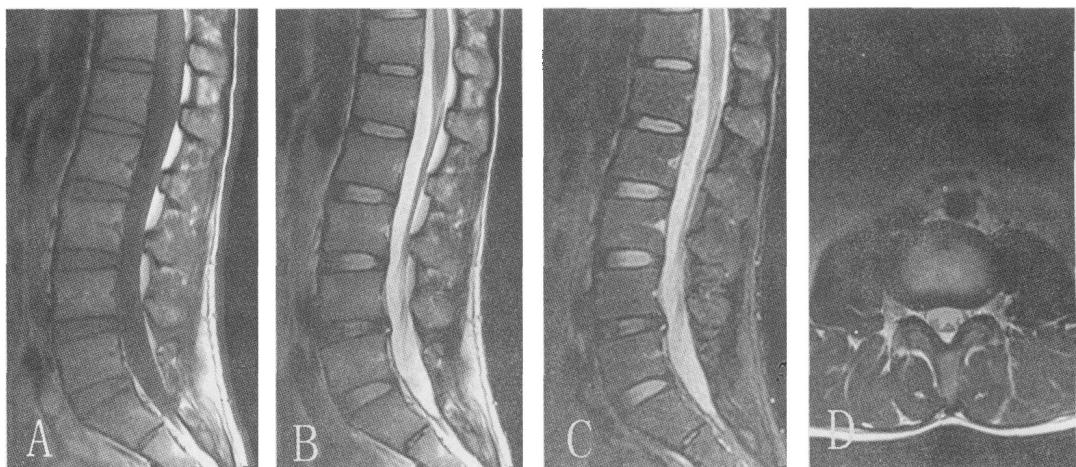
腰椎 MRI 图像。图 A 为矢状位 T1 加权像；图 B 为矢状位 T2 加权像；图 C 为矢状位 T2 脂肪抑制像；图 D 为横轴位 T2 加权像。
